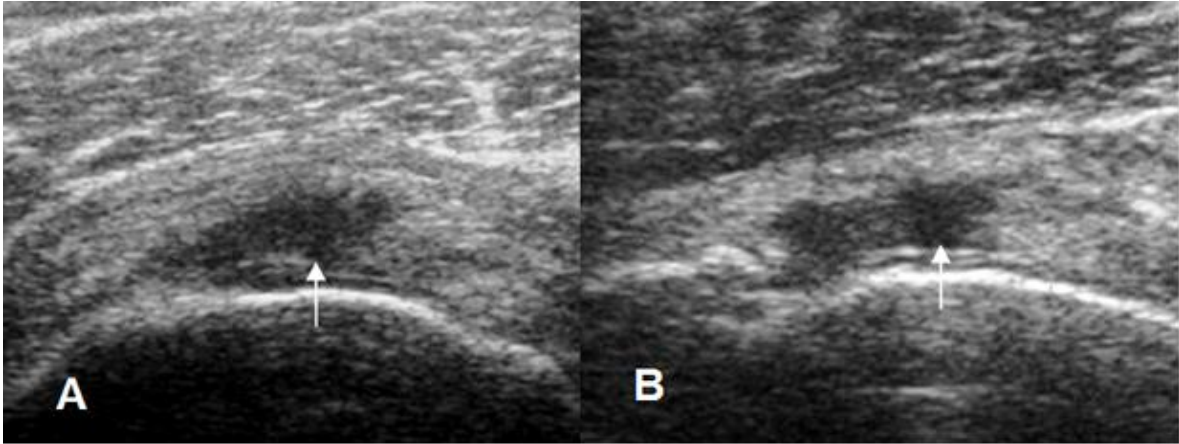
Ruptura parcial del tendón supraespinoso. A y B: Ecografía coronal. Zonas hipoeicoicas en la superficie humeral, por ruptura parcial.
